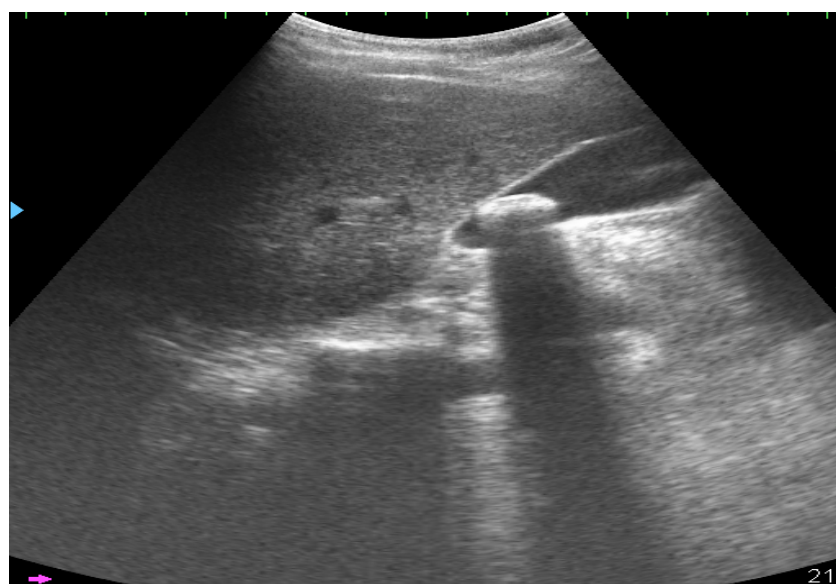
УЗИ. Острый катаральный холецистит
